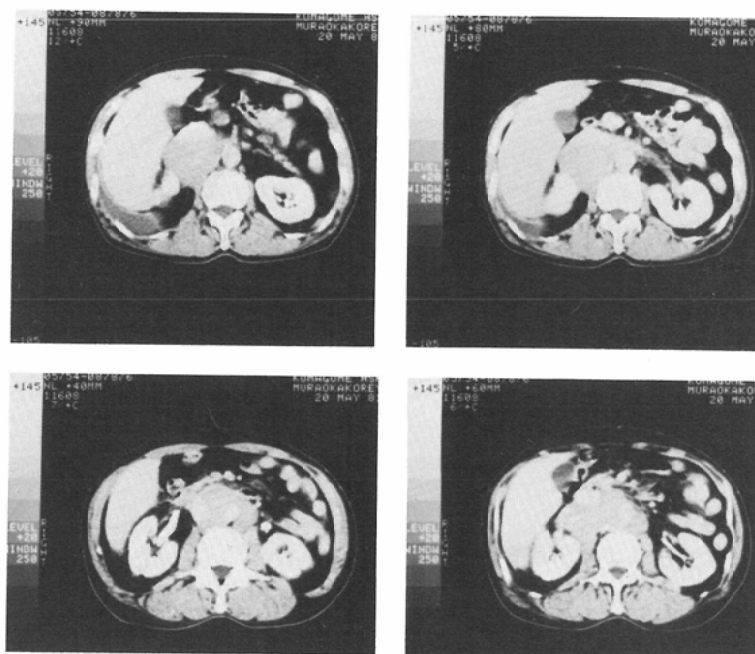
(May 20, 1981) CT with contrast enhancement shows soft tissue masses in the paraaortic region of the retroperitoneal spaces
